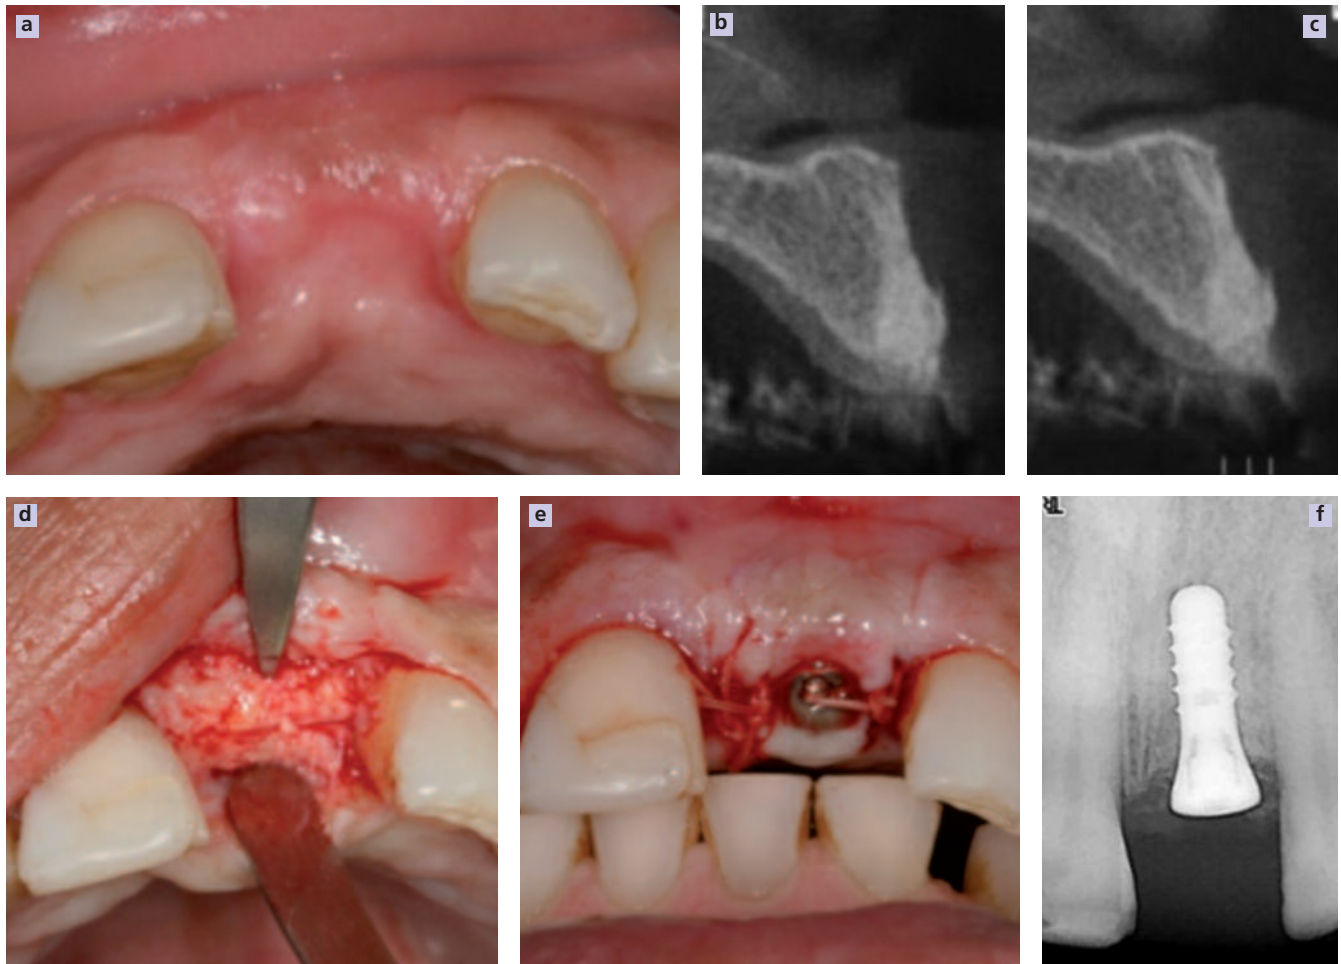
a à f a à c : réévaluation clinique et radiographique (6mois) ;
